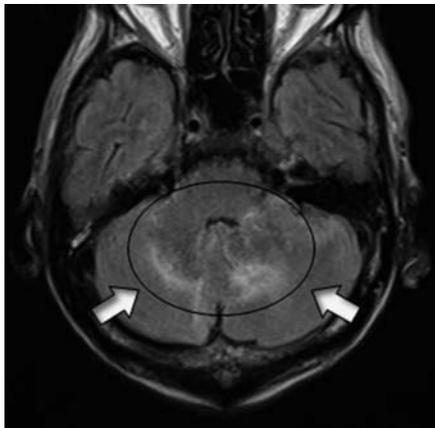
MRI (FLAIR image) showed high intensity area of the cerebellum (short thick arrows).
